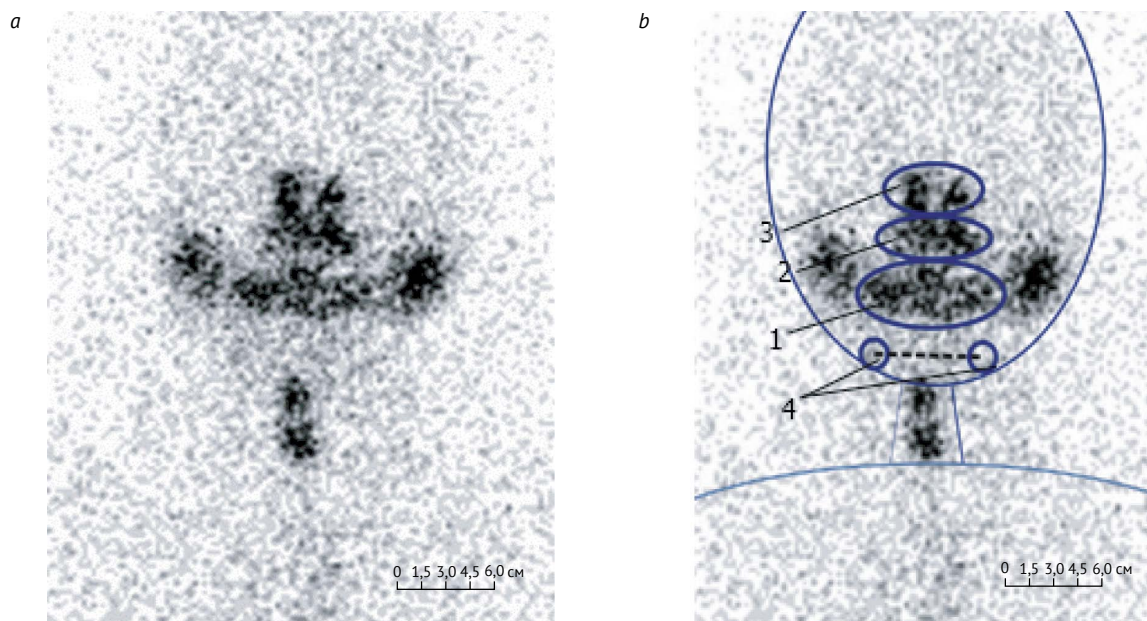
Результаты сцинтиграфического исследования: а – нативные данные; б – результат обработки изображения: 1 – зона ротовой полости, 2 – зона носовой полости, 3 – зона слезоотводящих путей, 4 – подчелюстные слюнные железы, пунктиром обозначено расстояние между правой и левой подчелюстными слюнными железами
